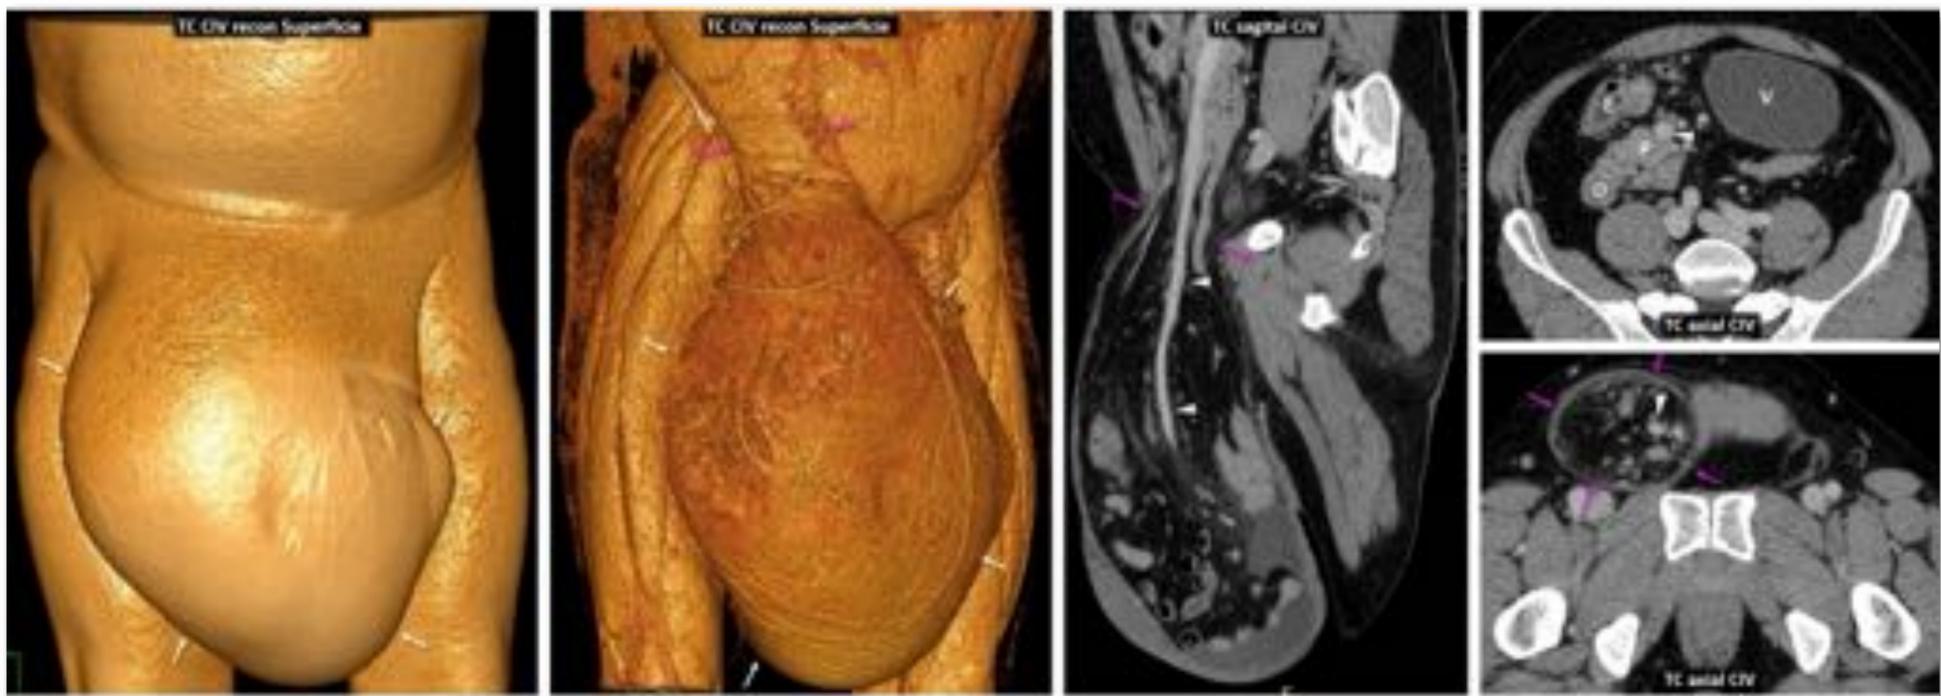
Gran hernia inguinoscrotal sin derecho a domicilio. TC. Gran hernia inguinoscrotal (flechas blancas) con amplio anillo herniario (flechas rosas), que contiene casi todo el intestino, así como líquido ascítico (+). V: vejiga. P: páncreas. E: estómago. D: duodeno. Cabezas de flecha: vena mesentérica superior. Véase también el Vídeo (15'59'').
